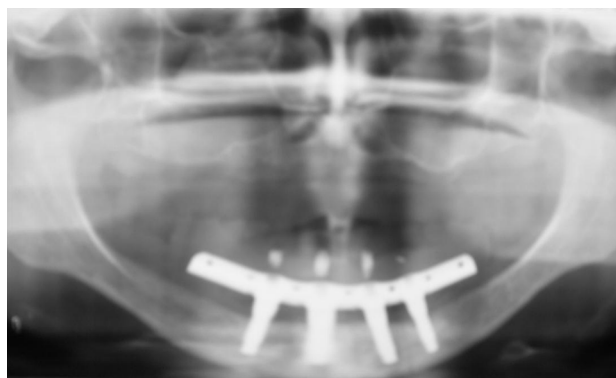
Radiografia panorâmica imediata, após instalação da prótese protocolo.
